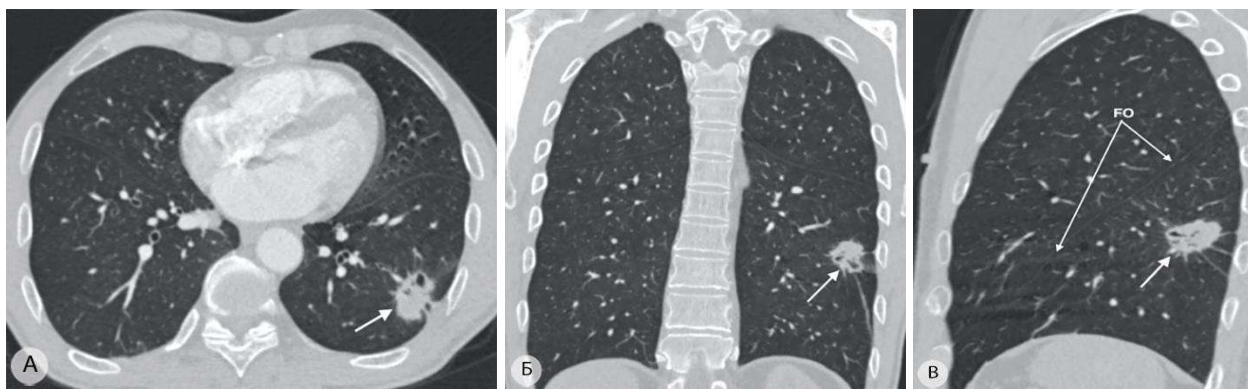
Аденокарцинома на границе верхушечного (S^6), латерального (S^9) и заднего (S^{10}) сегментов нижней доли левого лёгкого (размеры 36×44 мм), показана стрелкой. Отчетливо видна хорошо выраженная косая междолевая щель (FO). Компьютерные томограммы. а – аксиальная проекция; б – фронтальная проекция; в – сагиттальная проекция
